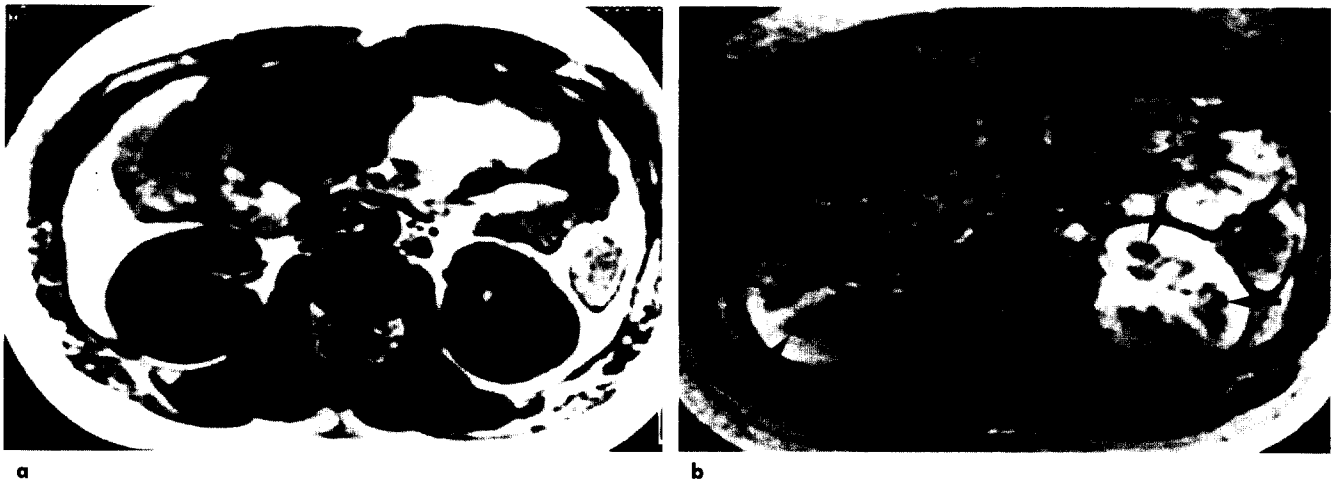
MR images of the kidneys in a 38-year-old man with HFRS in diuretic phase.
